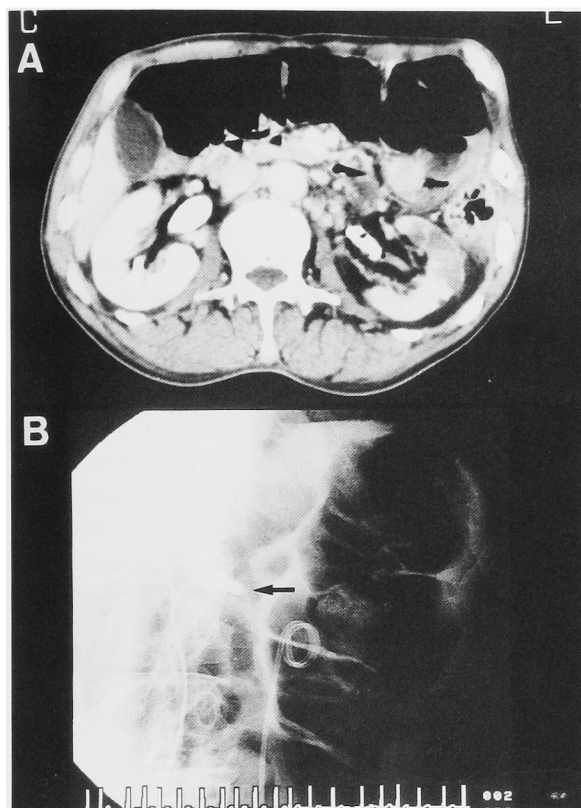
A: CT reveals wedge-shaped renal infarction representing collateral arterial supply to the left kidney. B: Selective left renal arteriogram shows complete occlusion of the main renal artery (arrow).
